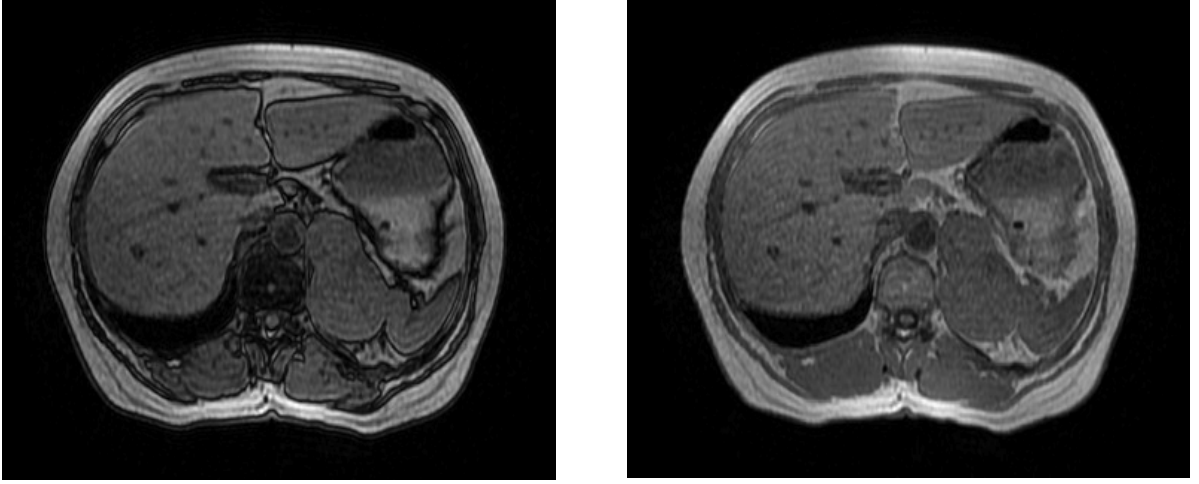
a, b. Sol adrenal bezde adenom ile uyumlu lobüle konturlu lezyon. MRG incelemede lezyon sinyalinin dış fazda (a) iç faza (b) göre azaldığı izlenmekte.
